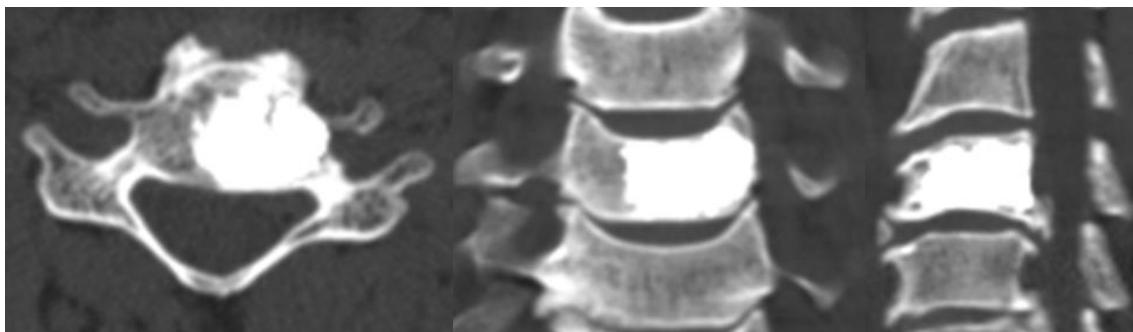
КТ-сканы С5 позвонка больной А. после операции
